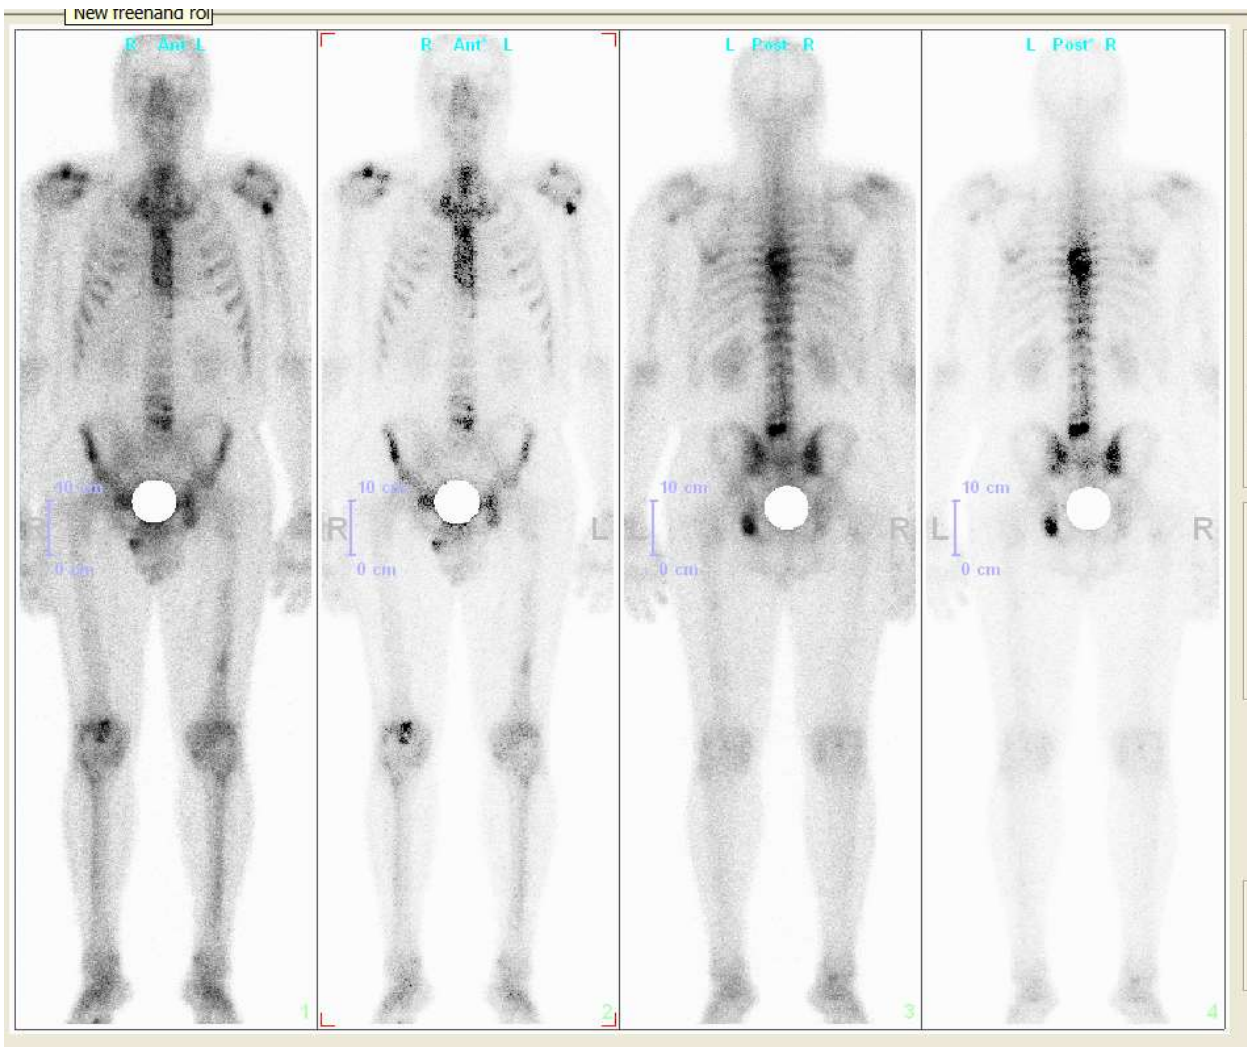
Остеосцинтиграфія з ^{99m}Tc -MDP хворого Г.
